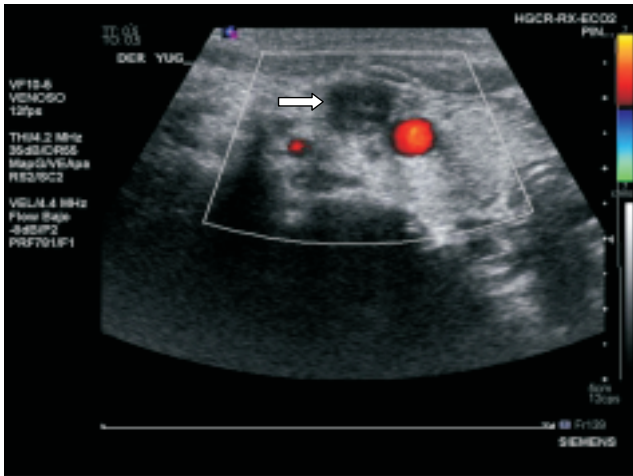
Imagen del ecodoppler realizado a la paciente donde se aprecia la trombosis de la yugular interna (Flecha blanca)
